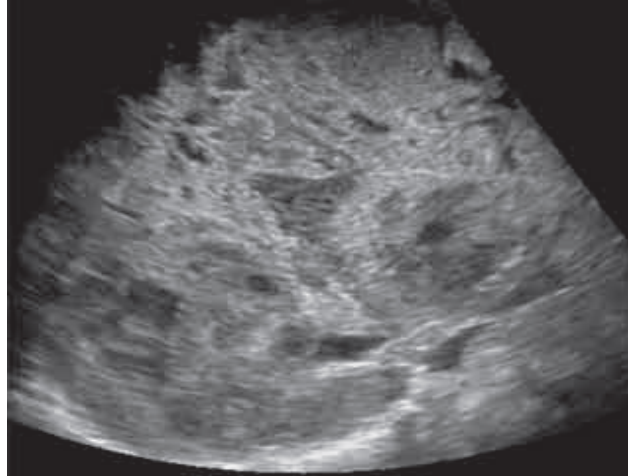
Sarcome hépatique indifférencié chez un garçon de 8 ans. L'échographie montre une masse hétérogène clairement tissulaire [1].
